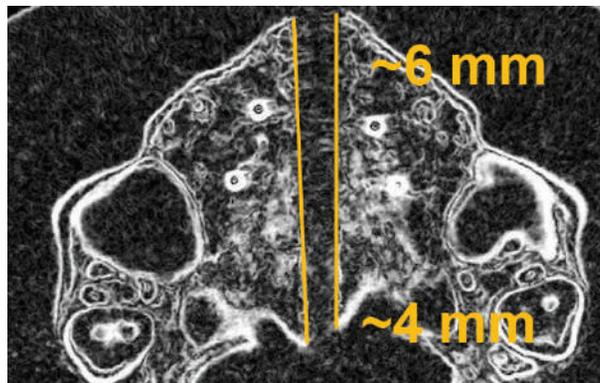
Taglio coronale del mascellare superiore sulla CBCT a tre mesi di terapia e dopo la fase attiva di espansione
